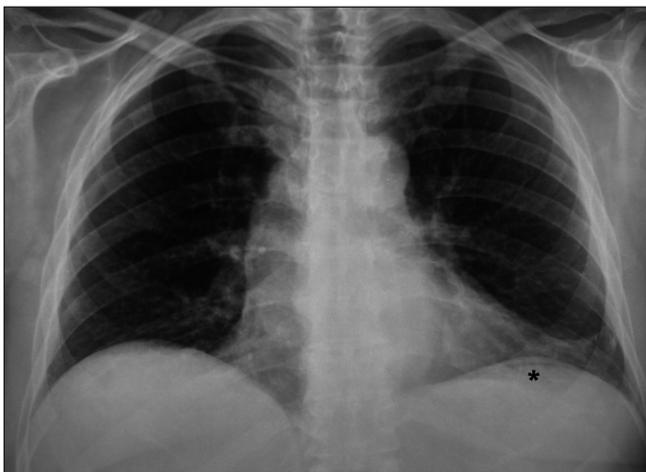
Radiografía posteroanterior de tórax. Imagen aérea con forma de semiluna a nivel infradiafragmático izquierdo (asterisco).
